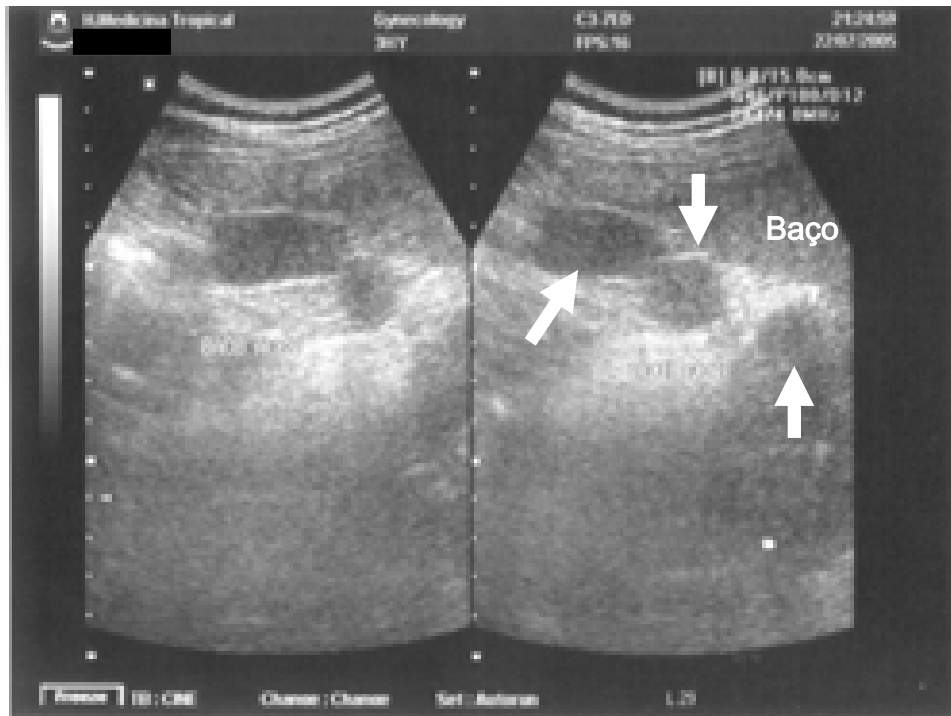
Ultra-sonografia de paciente hospitalizado com malária vivax, evidenciando a presença de três pequenos baços acessórios (setas)
